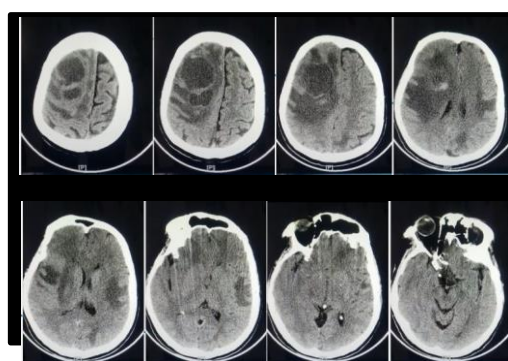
CT Scan Kepala dengan Kontras
